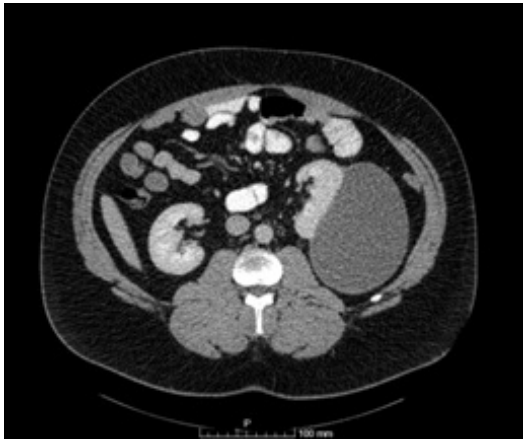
TC abdominal prequirúrgico, donde se evidencia quiste renal izquierdo de gran tamaño
